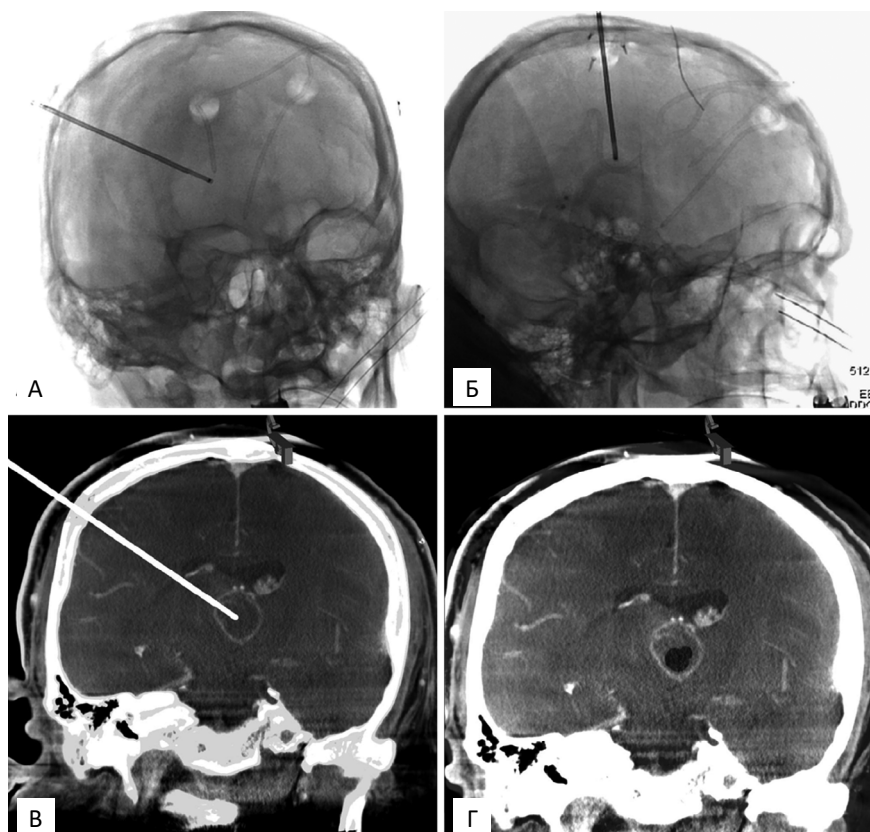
А, Б — этапы проведения стереотаксической биопсии головного мозга с использованием режима дополненной рентгеноскопии; В, Г — этапные ПДКТ-сканирования во время выполнения биопсии.
